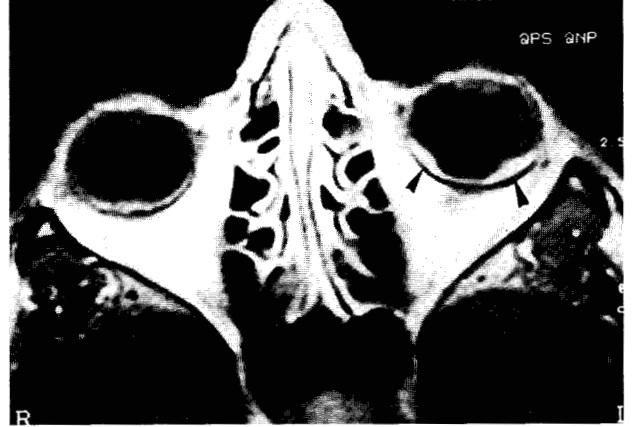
En la resonancia nuclear magnética se aprecia una infiltración metastásica coroidea bilateral, más evidente en el lado izquierdo (flechas negras).
